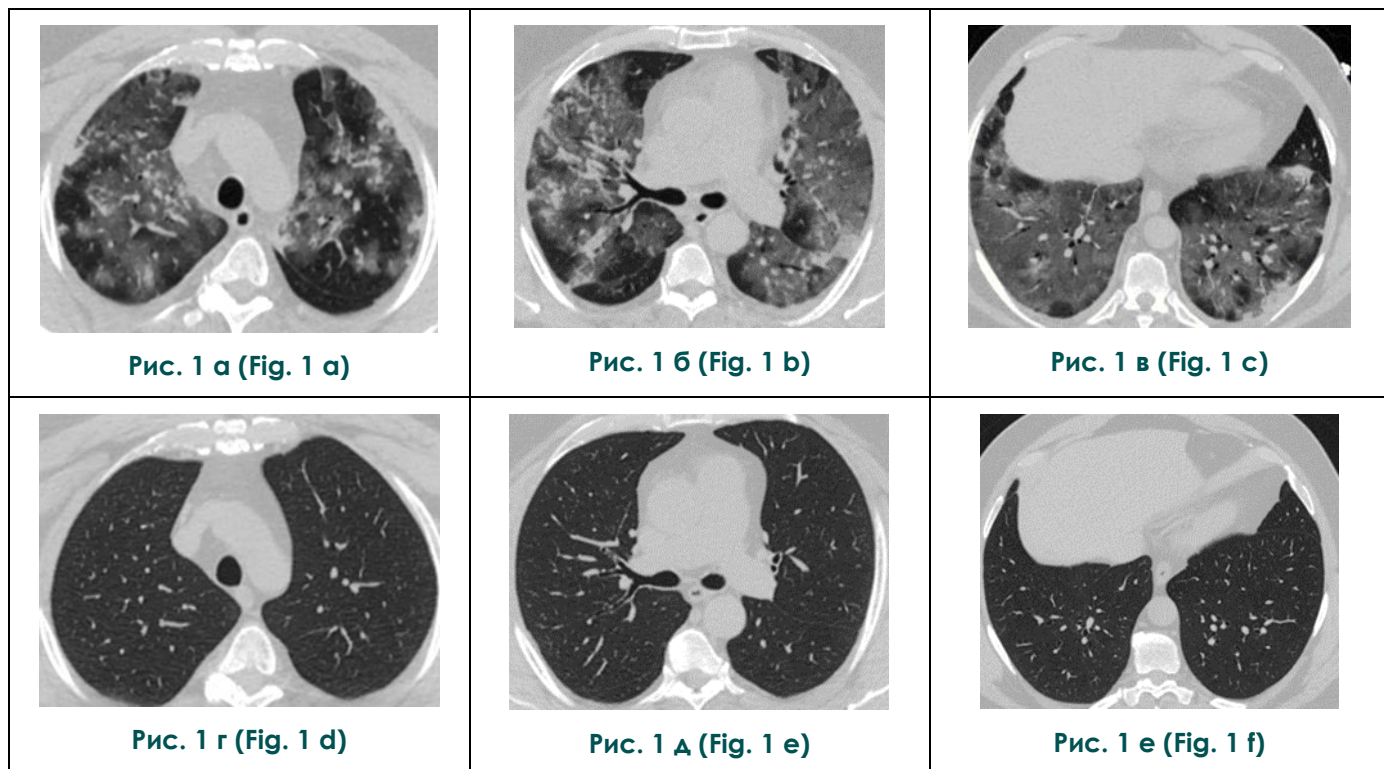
КТ легких больного COVID-19 пневмонией с критической степенью поражения легких (КТ-4).
